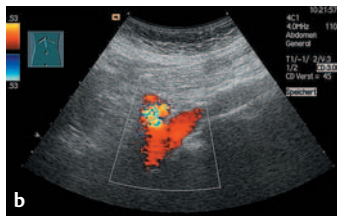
a–c a Stenose der A. mesenterica superior (AMS): Echoreiche Plaques im Abgangsbereich der A. mesenterica superior, zunächst kaum zuzuordnen. b FKDS: Bunte Farbpixel (Aliasing) als Hinweis für Turbulenzen, hohe Strömungsgeschwindigkeiten. c Spektralkurve der PW-Doppler-Ableitung: Flussbeschleunigung bis 4 m/sek
